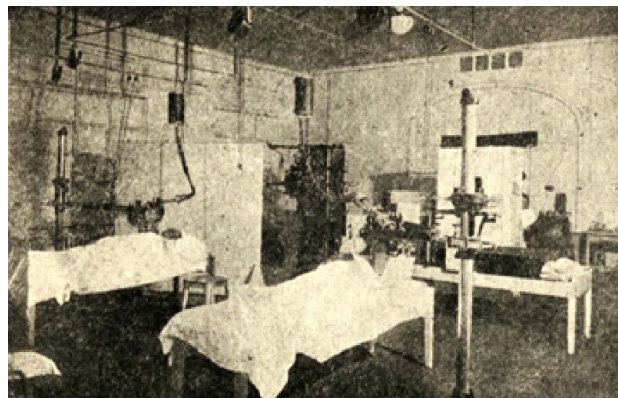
Рентгеновское отделение онкологического института Ленинградского отдела здравоохранения (в зданиях больницы им. И.И. Мечникова)
